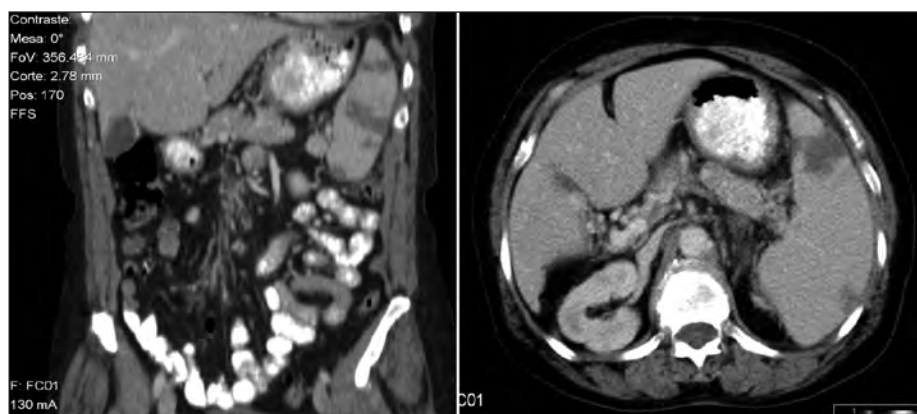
Imagens de TC abdomino-pélvica onde se verifica esplenomegalia e enfartes esplênicos e renal direito.
